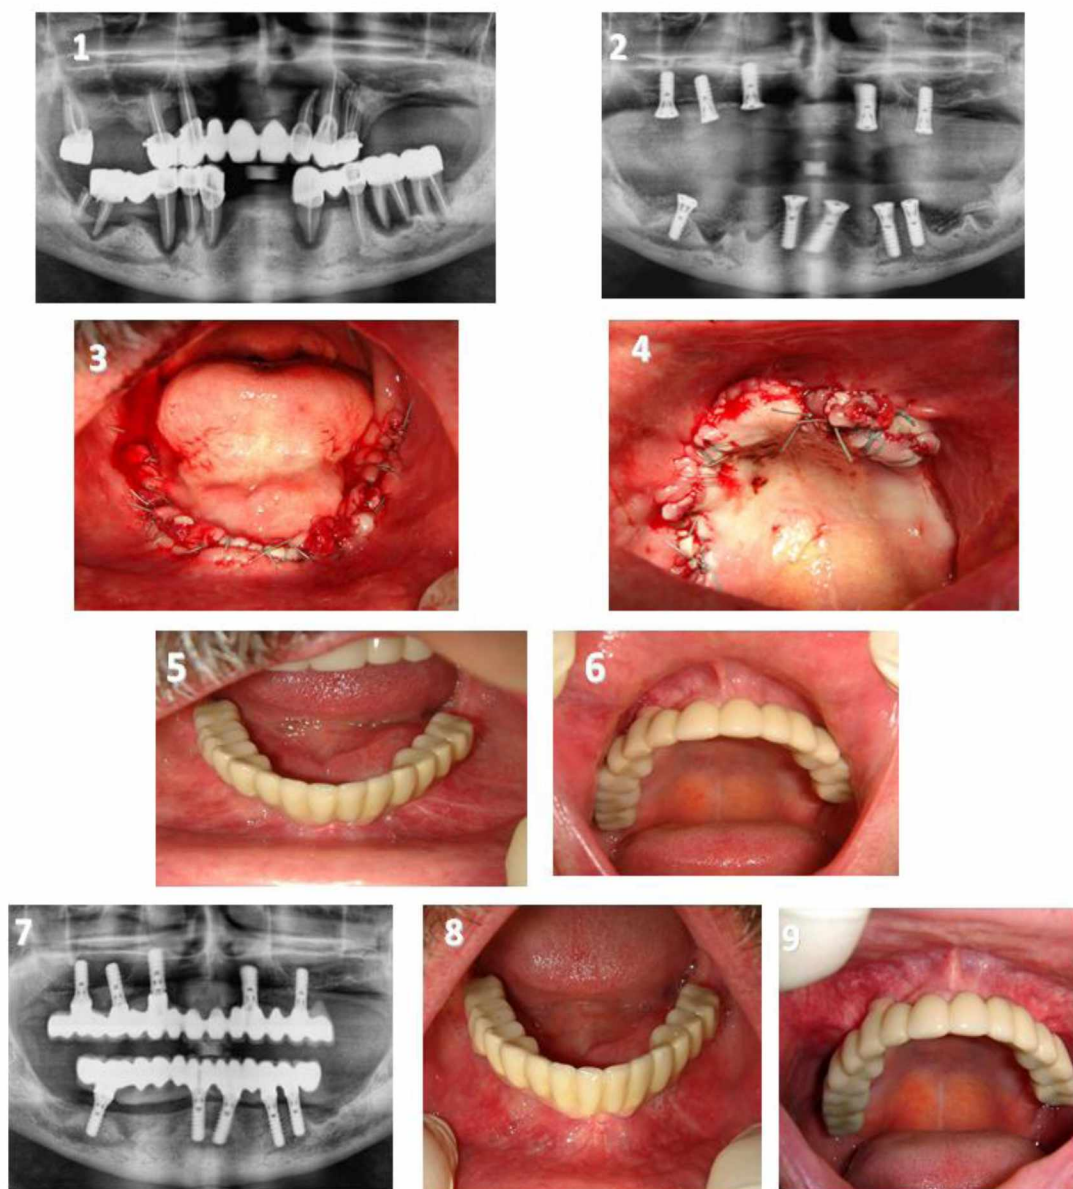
Пациент, Л., 54 года. Д-з: генерализованный хронический пародонтит тяжелой степени тяжести. На рисунках: ортопантомограмма до лечения (1) и после операции (2); вид в области нижней (3) и верхней (4) челюстей, непосредственно после операции; вид в области нижней (5) и верхней (6) челюстей через 3 месяца после протезирования; ортопантомограмма через 1 год после операции (7 месяцев после протезирования) (7); вид в области нижней (8) и верхней (9) челюстей через 1 год после операции (7 месяцев после протезирования).
